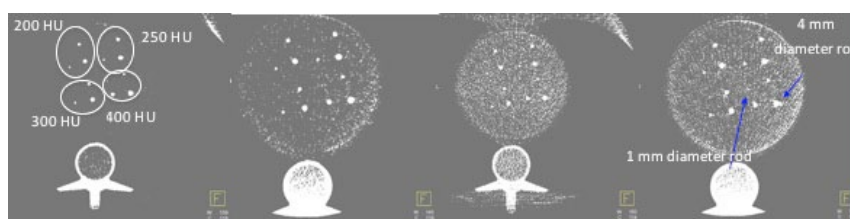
Axial QRM Phantom images. The first and second images on the left were acquired with the CBCT 5sDRc protocol and 48 and 42 cm FOVs. Both images were reconstructed with a slice width of 0.5 mm. In both images, we can distinguish 2 mm diameter rods with 200, 250, and 300 HU and a 1 mm diameter rod with 400 HU. The last two images were acquired with the CBCT 5sDR-L protocol and 48 and 42 cm FOVs. The images were reconstructed with 0.5 and 6 mm slice widths. We can distinguish a 2 mm diameter rod with 400 and 300 HU and a 3 mm diameter rod with 250 and 200 HU in the first image. In the last image, we can see a 1 mm diameter rod with 400 and 300 HU and a 2 mm diameter rod with 250 and 200 HU.
